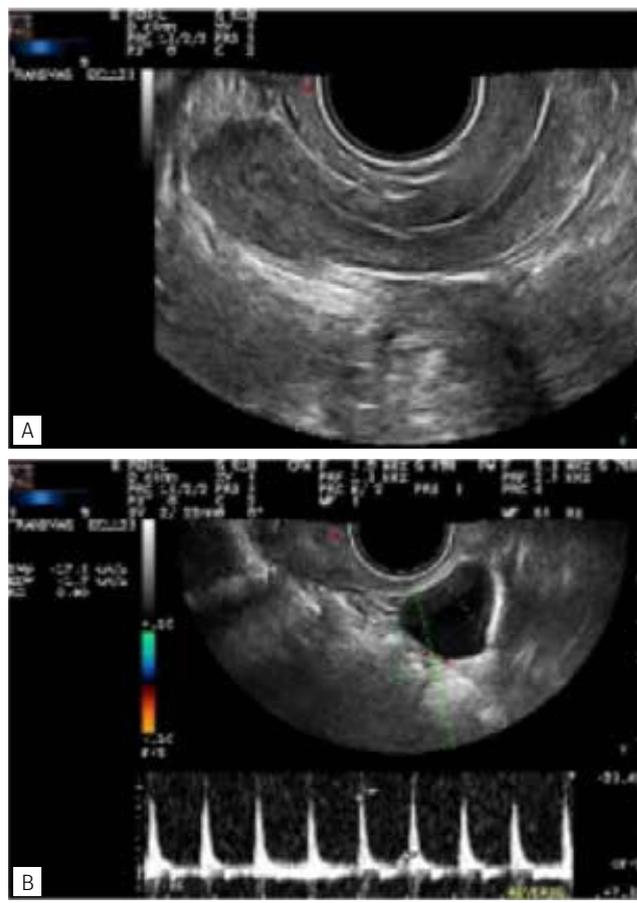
Ecografia pélvica transvaginal
